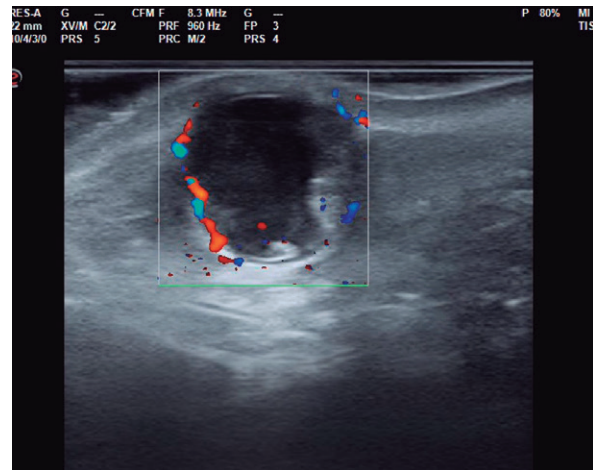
En el corte sagital (imagen central), se objetiva señal Doppler en la periferia.
